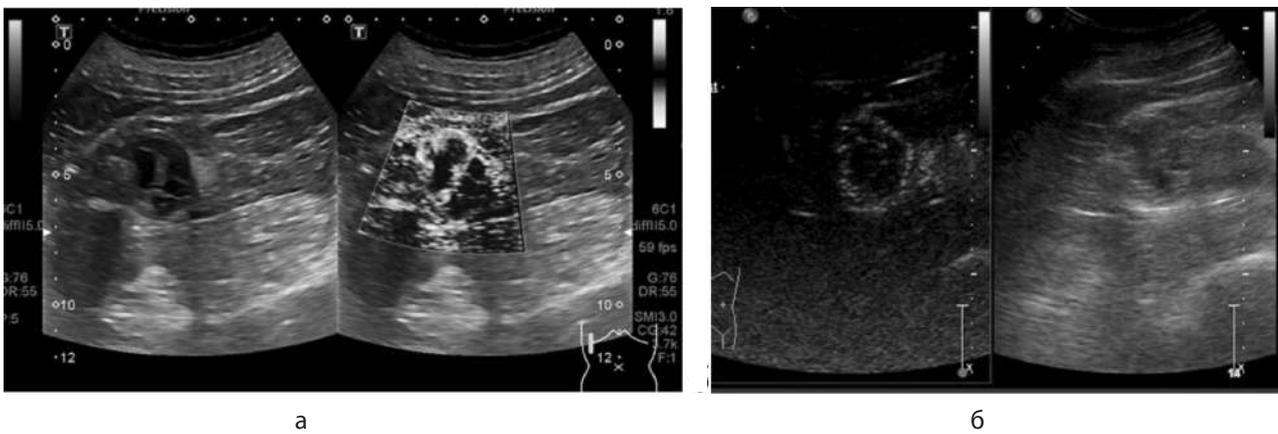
Сложное кистозное образование почки категории III: а – режим серой шкалы: кистозное образование с утолщенными стенкой и перегородками, режим оценки микровакскуляризации: выраженный кровоток в утолщенных перегородках и стенке; б – контрастно-усиленное УЗИ демонстрирует множественные утолщенные перегородки с отчетливым усилением
